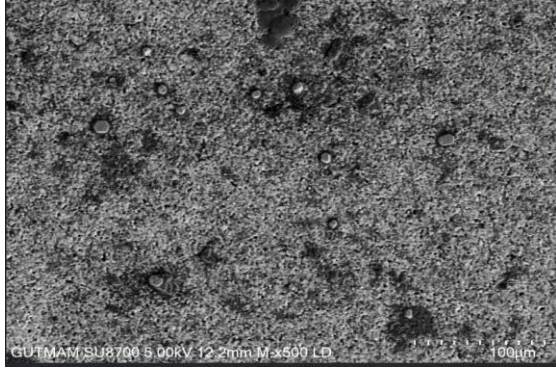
Boş Au elektrodun SEM mikrografisi
